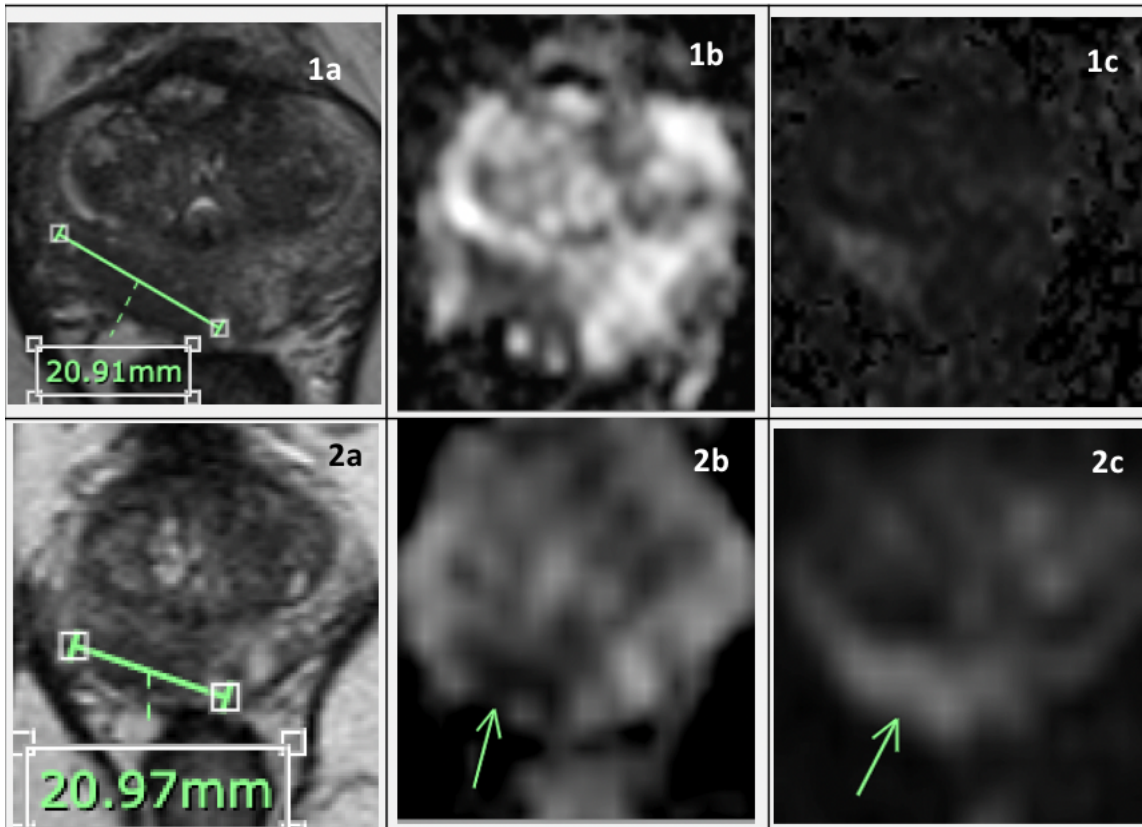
En la figura se muestran imágenes seleccionadas de mpRNM. Las imágenes 1 son preintervención y las 2 post intervención. Las letras a, b, representan secuencia T2, ADC y DWI respectivamente. Se indica la lesión índice de acuerdo a PIRADS V2. De acuerdo a criterios RECIST se observa estabilidad imagenológica en la lesión índice.
